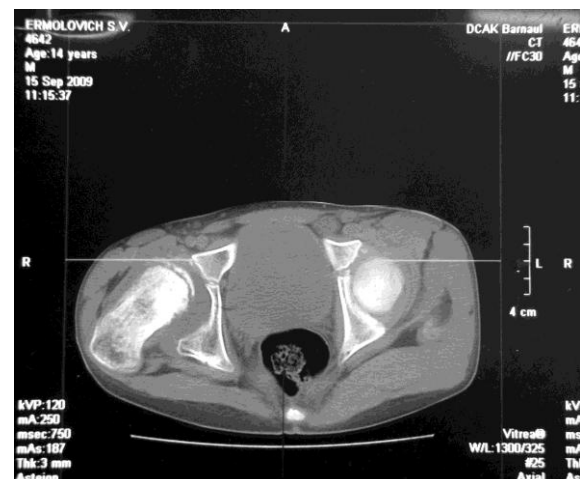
Компьютерная томограмма, двухмерное изображение. Дефицит покрытия головки на уровне верхнего и переднего края впадины, верхний край впадины контактирует с шейкой бедра, костный шип деструктивно измененного участка головки бедренной кости. Расширение суставной щели в задненижнем отделе
